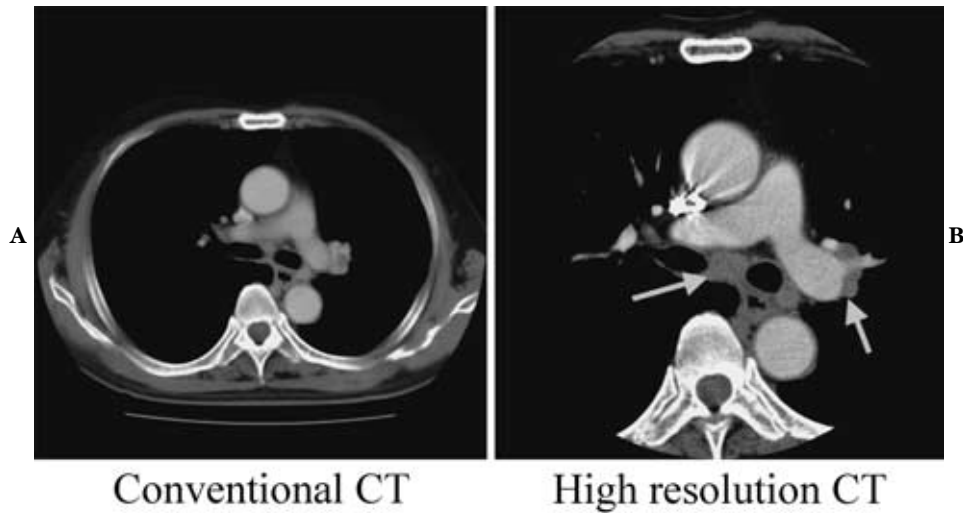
Conventional and high-resolution CT in a case with adenocarcinoma of the left lung. Conventional CT (A) cannot show subcarinal nodal swelling and invasion of a left hilar node to the pulmonary artery, which are noticed on high-resolution CT (B).
